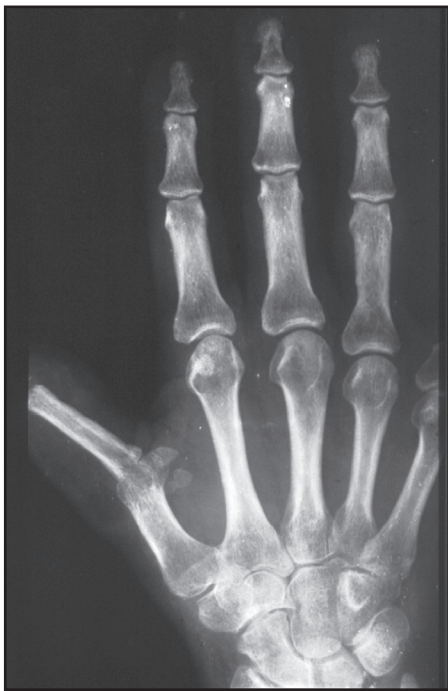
Больной С., рентгенография левой кисти после реконструкции I пальца
